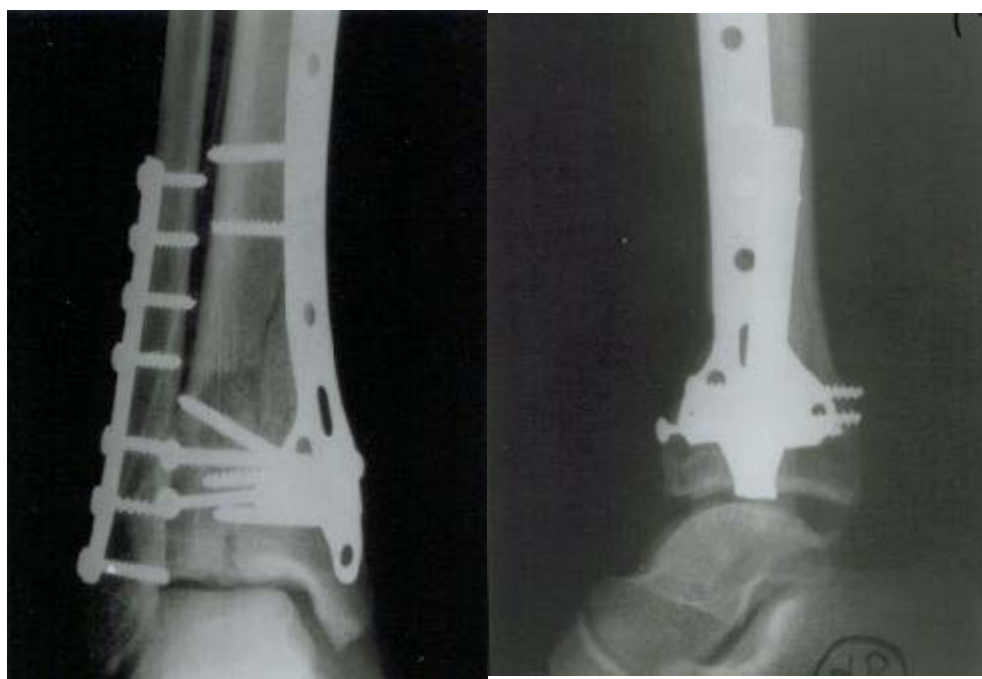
radiographie post opératoire de fracture luxation de la cheville droite (face profil).
